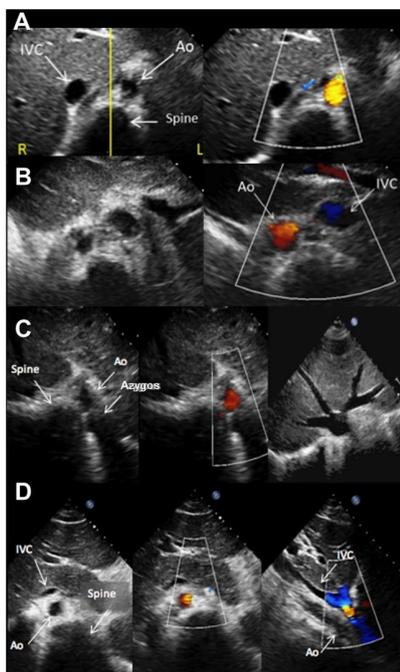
肋骨弓下断面：内臓心房位。心エコー図検査において、内臓心房位はトランスデューサのマーカを3時の位置に置いて腹部を輪切りにするような(角度の深い)肋骨弓下断面(横断像)により決定するのが最適である。心房位は内臓位とほぼ常に一致するため、内臓心房位を決定するために脊柱に対する下大静脈と大動脈の位置を用いることができるが、胸部X線検査が内臓心房位を決定するための決定的な検査であることに変わりはない。エコー図検査では、脊柱は画像の中心に位置させ、内臓心房位は大動脈と大静脈(下大静脈または欠損している場合は奇静脈)の相対的な位置によって定義される。A. Situs solitus. 大動脈(赤い血流)は脊柱の左側にあり、下大静脈は脊柱の右側にある。B. Situs inversus. 大動脈(赤い血流)が脊柱の右側にある。C. Situs ambiguus - left atrial isomerism. 両方の血管が脊柱の同側にあり、大動脈が前方の血管である。下大静脈は奇静脈へ結合しており(本画像にはない)、肝静脈は直接右側左房に入る。D. Situs ambiguus - right atrial isomerism. 両方の血管が脊柱の同側にあり、下大静脈が前方の血管である。肋骨弓下長軸像でも、両血管が長軸方向に見え、下大静脈が大動脈の前方にあることがわかる。
